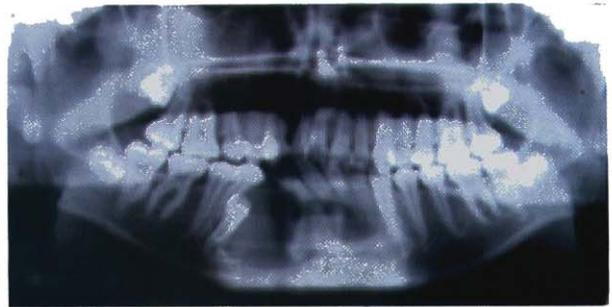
Ortopantomografia inicial. Presença de 43 impactado associado a uma imagem radiolúcida, estendendo-se até ao 33
